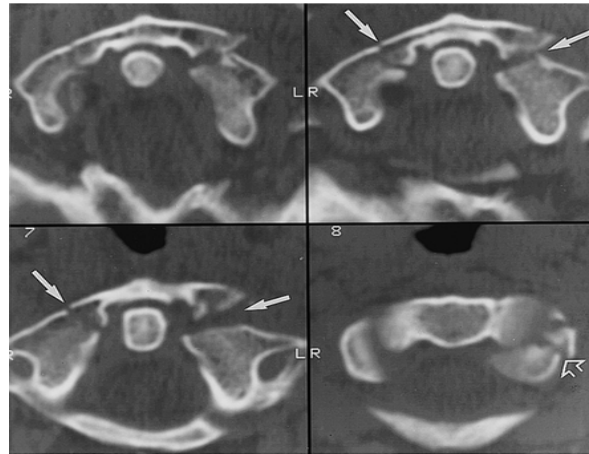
aspecte CT axial în fracturile de arcuri anterioare bilateral C1
